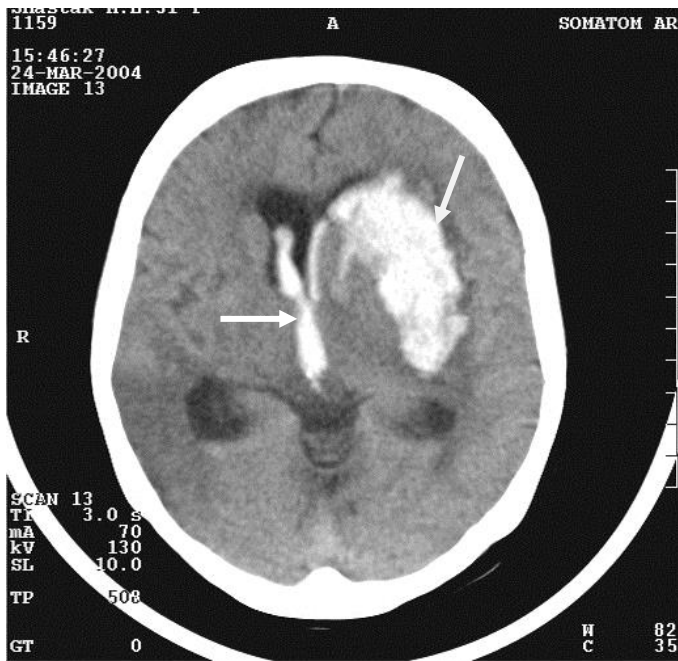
КТ головного мозга. Кровоизлияние в левую гемисферу и желудочки головного мозга, образующее гиперденсивные зоны (стрелки)
